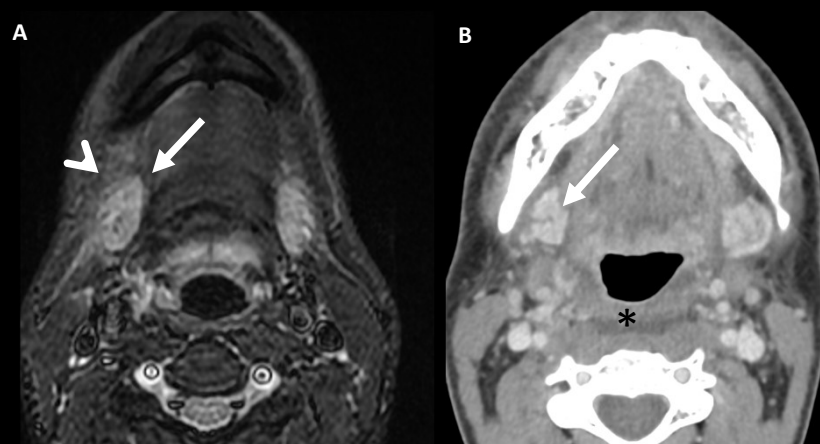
Paciente con carcinoma escamocelular de mucosa yugal izquierda, tratado con cirugía y radioterapia adyuvante (estudio de RM realizado 3 meses después de radioterapia, estudio de TC realizado 6 meses después). Se observa intenso realce de glándulas submaxilares secundario a radioterapia (flechas), engrosamiento y edema del platismo (punta de flecha) y edema retrofaríngeo (asterisco negro, imagen B).
